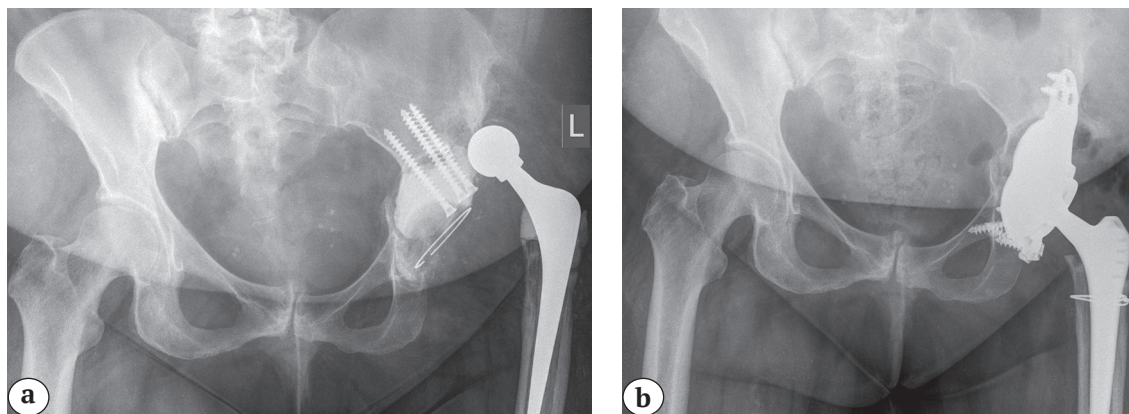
Рентгенограммы таза пациентки 55 лет:
